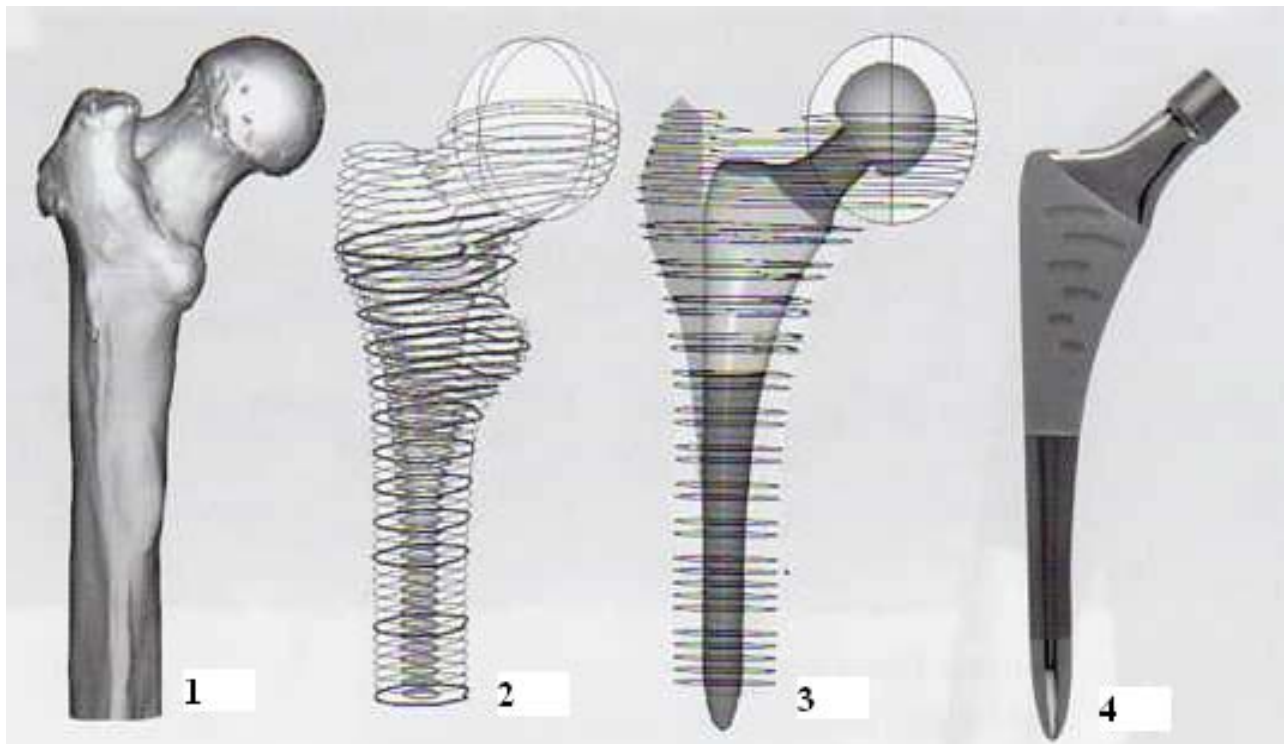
1 und 2: Dreidimensionales CT-Modell und Form des Femurs
